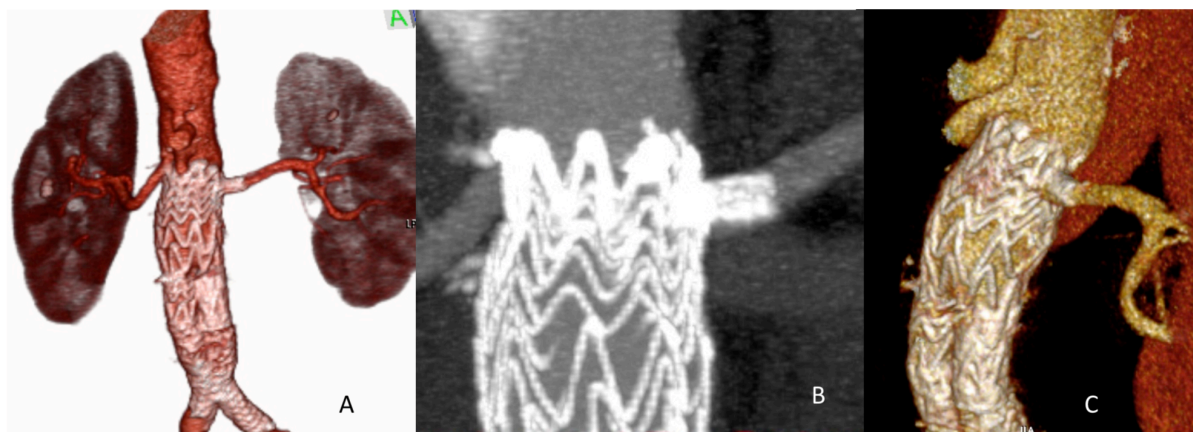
A, B e C:Imagens de angiotomografia com reconstrução 3D, demonstrando Endoprótese Modificada com 01 fenestra para Artéria Renal Esquerda.
